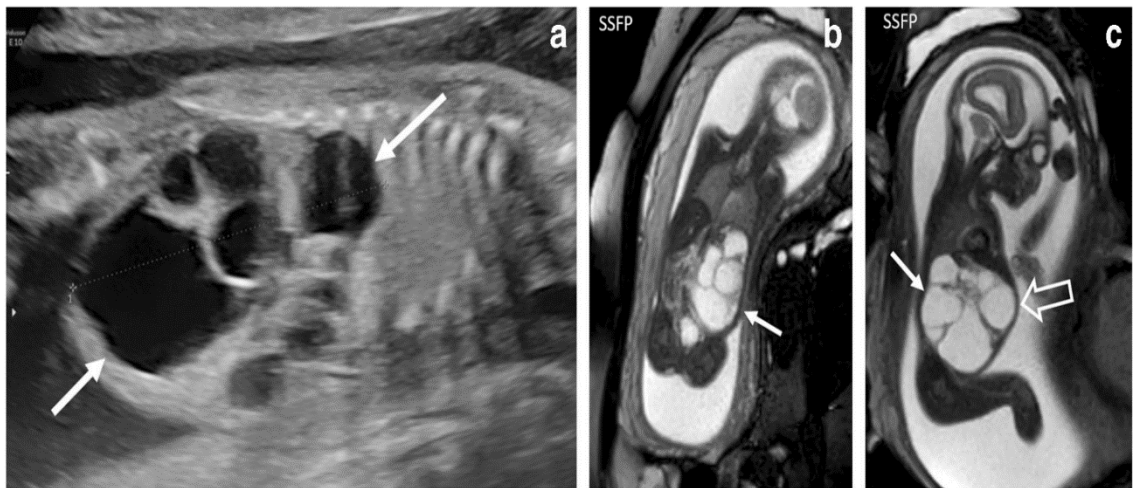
MKDB'nin ultrason bulgusu (55)
